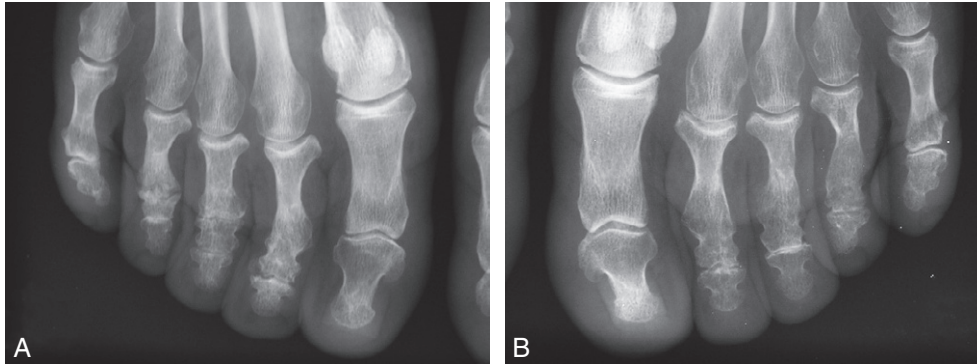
Radiographies de face de l'avant-pied droit (A) et gauche (B).
